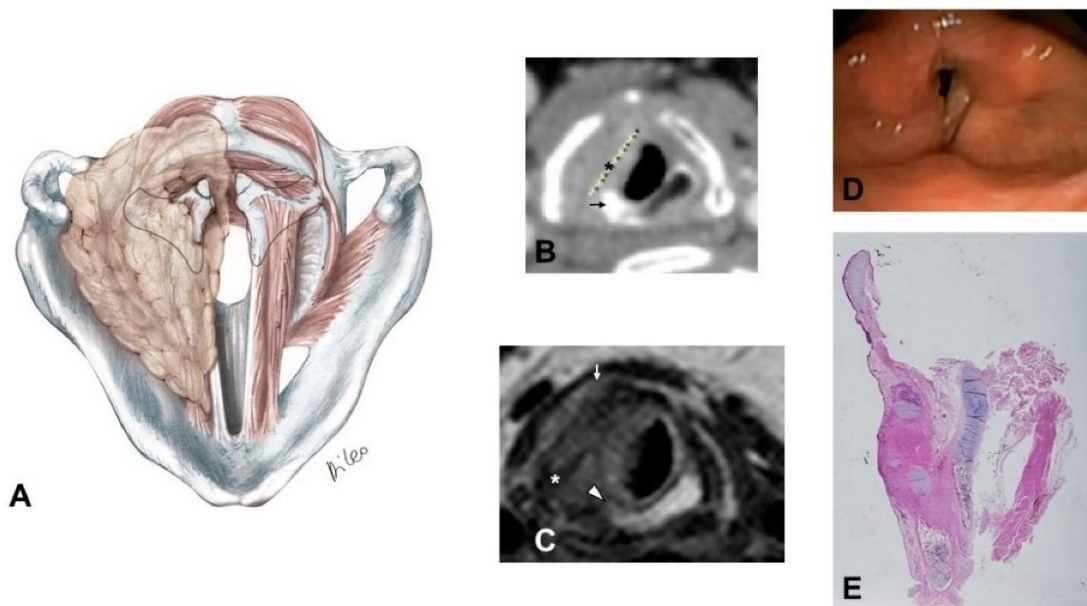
Quarto pattern: (A) Rappresentazione assiale (B) TAC su piano assiale con mezzo di contrasto eseguita a livello della lamina della cartilagine cricoide. Mostra una massa neoplastica destra con enhancement omogeneo (indicato con un asterisco). La sclerosi a livello della porzione destra della cartilagine cricoide è sospetta per inizio d'infiltrazione neoplastica (indicato con una freccia). (C) Risonanza magnetica T2 pesata sul piano assiale sempre a livello della lamina della cartilagine cricoide. La punta di freccia evidenzia l'alterazione di segnale intermedia simile a quella della neoplasia, indicativa di infiltrazione. L'asterisco mostra invece un aumento del volume dello spazio cricotiroideo di destra. La cartilagine tiroidea è invasa e si evidenzia la diffusione extra laringea della neoplasia (indicato con una freccia). (D) Visione endoscopica. (E) sezione istologica sagittale in ematossilina eosina dell'intero organo che mostra l'importante interessamento della lamina della cartilagine cricoide.
